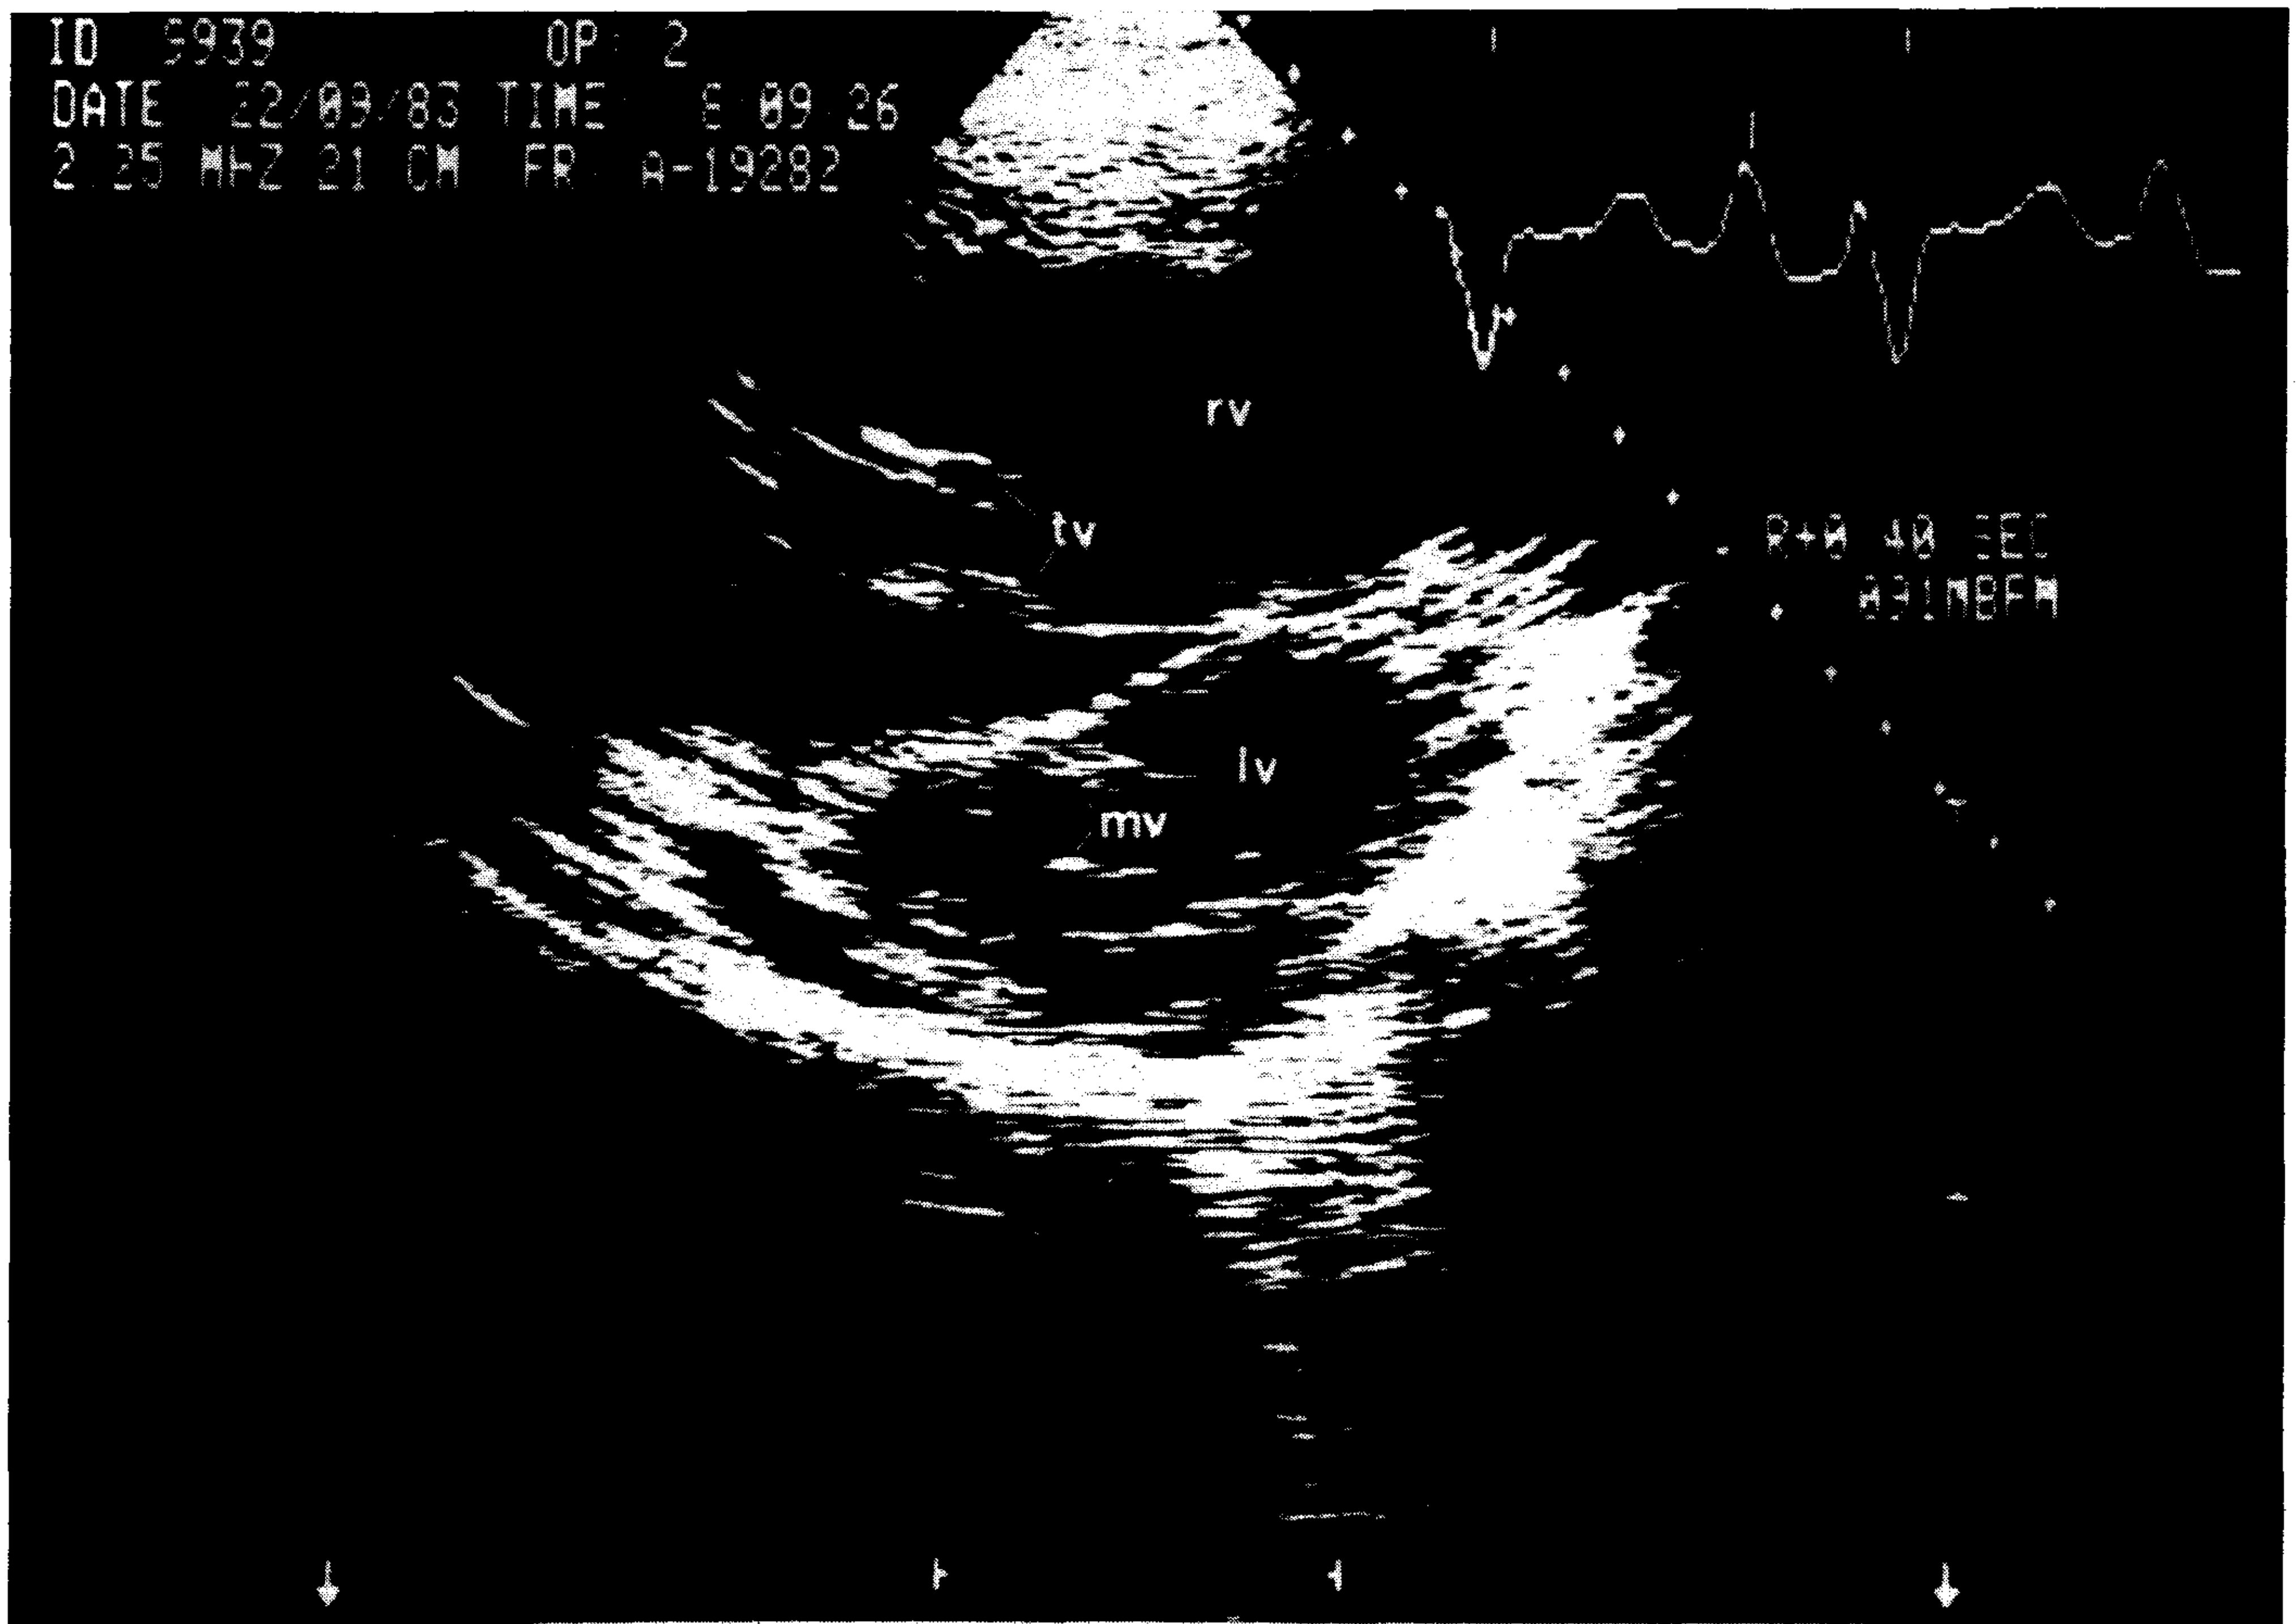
Ecocardiograma bidimensional en el plano eje corto paraesternal izquierdo nivel válvula mitral durante la diástole. rv: cavidad ventricular derecha; tv: válvula tricúspide; mv: válvula mitral; lv: cavidad ventricular izquierda.
